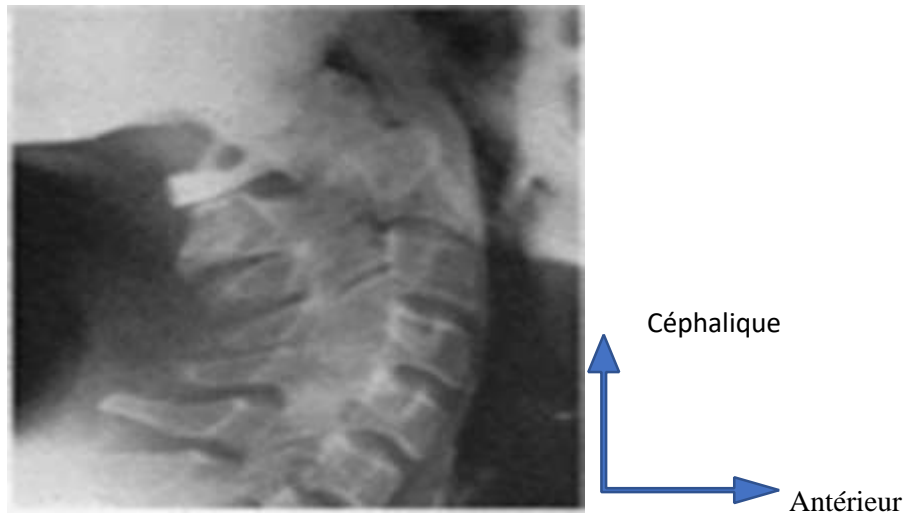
Radiographie cervicale de profil montrant une luxation atloïdo – axoïdienne
